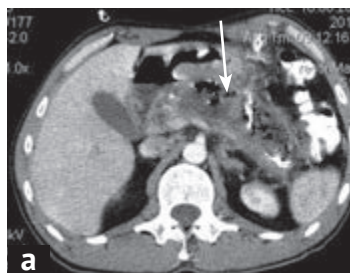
Спиральная компьютерная томография живота: а — дренированный абсцесс тела поджелудочной железы и сальниковой сумки; б — недренированный абсцесс поддиафрагмального пространства
